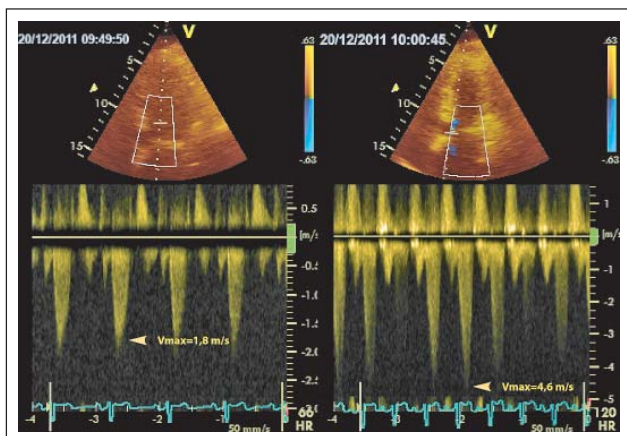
Stressechokardiographie (Ergometer) bei HCM. Die in Ruhe nur gering erhöhte Geschwindigkeit von 1,8 m/s steigt auf 4,6 m/s, einem Gradienten von 85 mmHg entsprechend.
